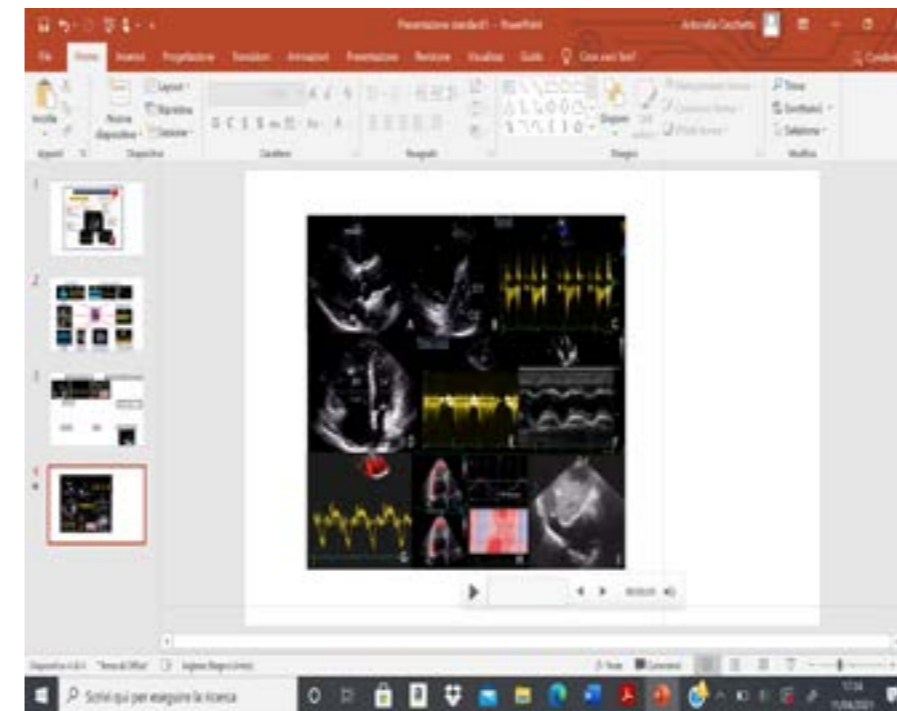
studio ecocardiografico di paziente COVID-19 con embolia polmonare. A. finestra parasternale asse lungo che evidenzia (linea blu) la dilatazione dell'efflusso destro. B. parasternale asse corto che evidenzia l'appiattimento sistolico del setto interventricolare, segno di sovraccarico di pressione del ventricolo destro. C. Doppler pulsato all'efflusso destro che dimostra AT <100 msec e "notch" mesosistolico, indicativi di aumentate resistenze vascolari polmonari. D. finestra 4 camere apicale con dilatazione del ventricolo destro (diametro basale RV $>$ LV). E. Doppler continuo del rigurgito tricuspidalico che mostra un aumento della pressione sistolica in arteria polmonare. F. TAPSE ridotto. G. Onda s' dell'anulus tricuspidalico al TDI ridotta. H. Riduzione dello strain longitudinale globale della parete libera del ventricolo destro. I. proiezione sottocostale che mostra una vena cava inferiore dilatata ed ipocollassante.
